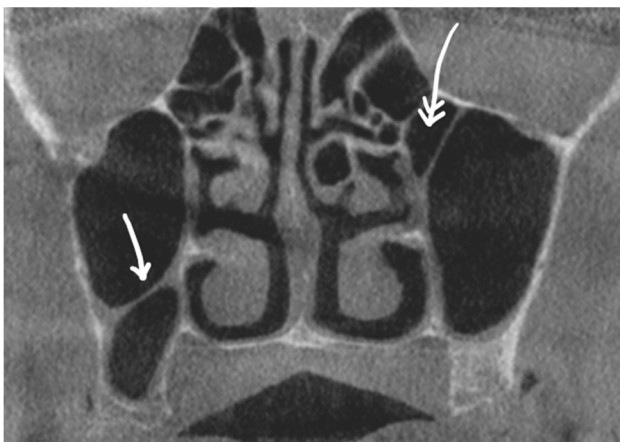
Secțiune CBCT coronală. Sept orizontal (săgeata), superior de un reces alveolar al planșeului sinus. Contralateral se identifică o celulă Haller (celulă etmoidală infraorbitală) (săgeata cu vârf dublu).
